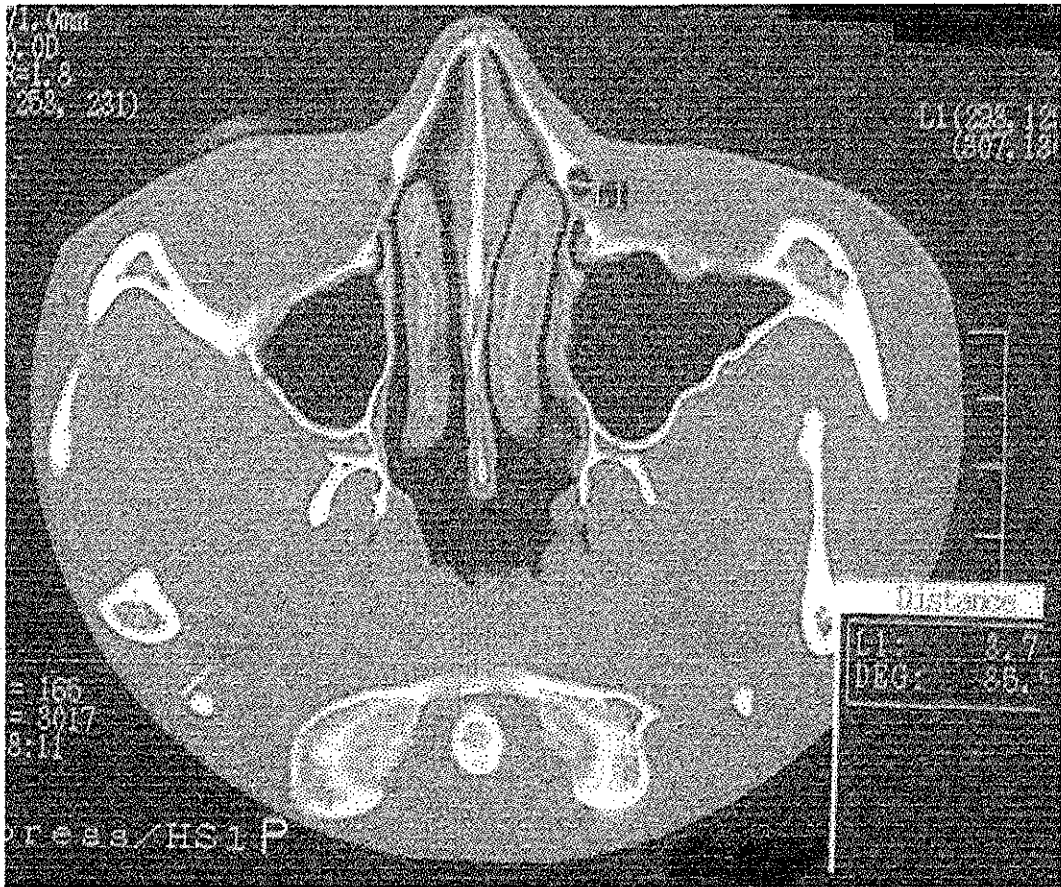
TC AXIAL. DIÁMETRO TRANSVERSAL SUPERIOR DEL
